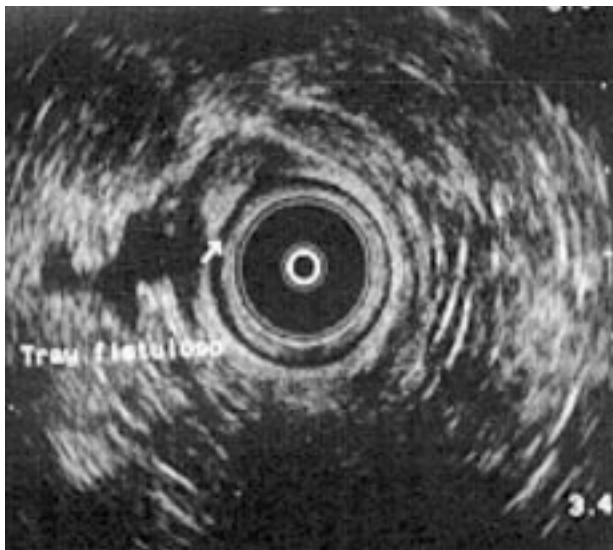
Ejemplo de la utilidad de la ecografía endoanal en la detección de una fístula anal no sospechada.
